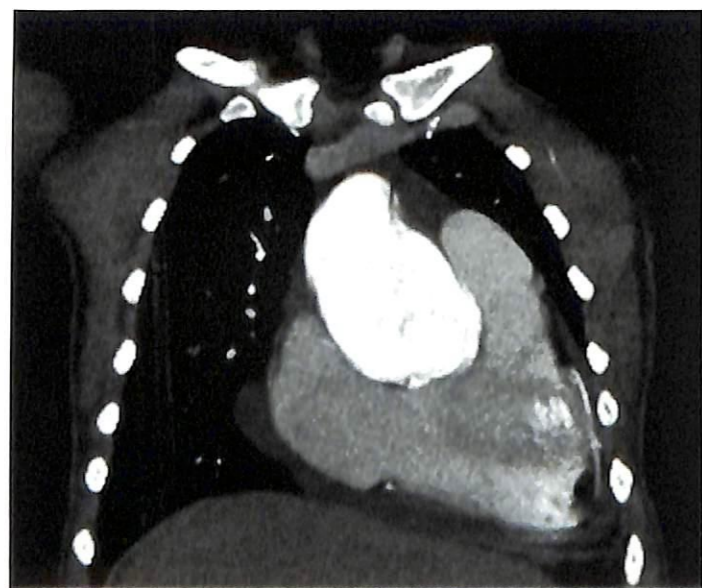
Рентгенспиральная компьютерная томография органов грудной клетки, контраст в просвете восходящего отдела аорты
